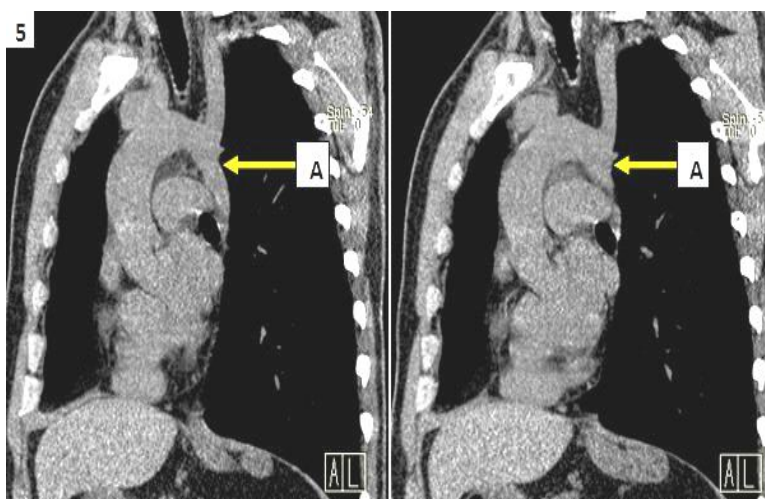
Скани МСКТ (без в/в контрастування) грудного відділу аорти в парасагітальній площині пацієнтки П., 1981 р.н.
